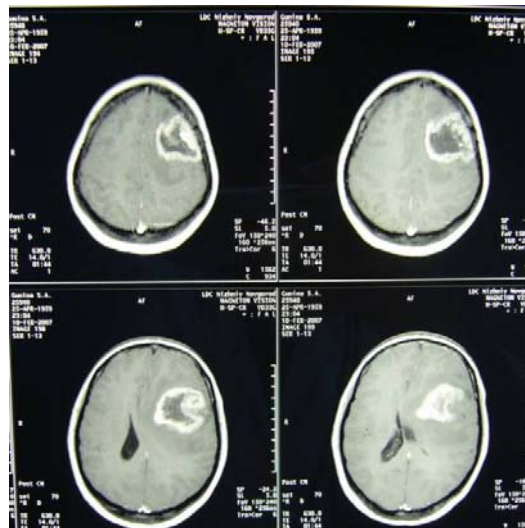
МРТ больной Г. от 10.02.07. Объемное образование задне-лобно-теменной области слева
